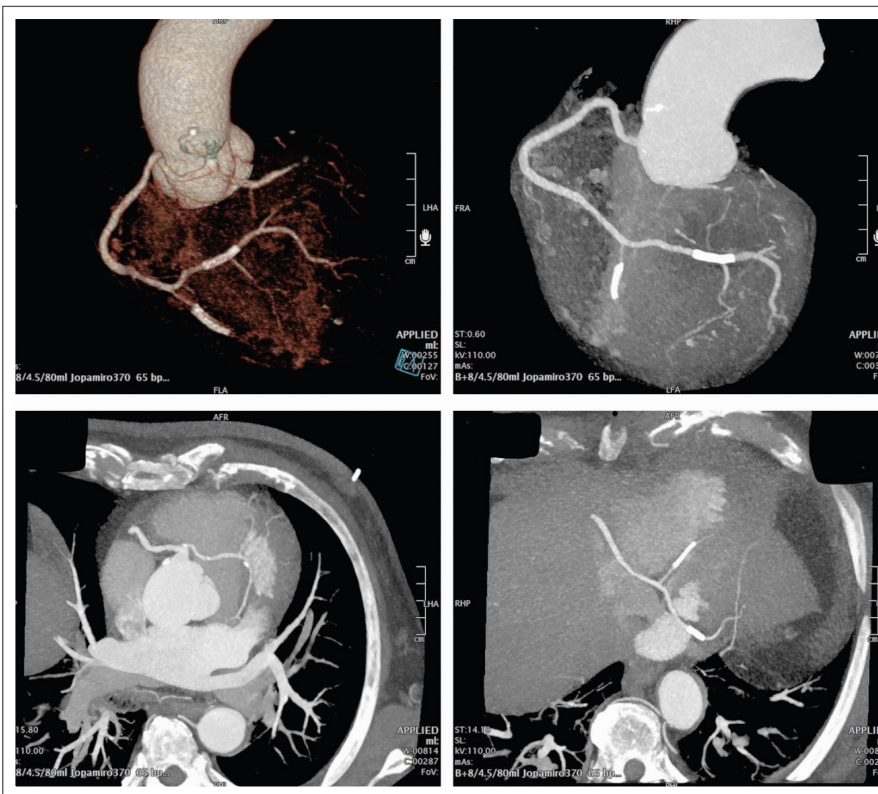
Koronar-CT. Es bestätigt sich eine singuläre Koronararterie abgehend vom rechten Koronarsinus, die sich in eine dominante RCA und eine interarteriell zwischen Aorta und Pulmonalarterie verlaufende LCA teilt. Es findet sich ein Verschluss des Ramus posterolateralis dexter (PLA) sowie eine hochgradige Stenose des Ramus interventricularis posterior (PDA).
